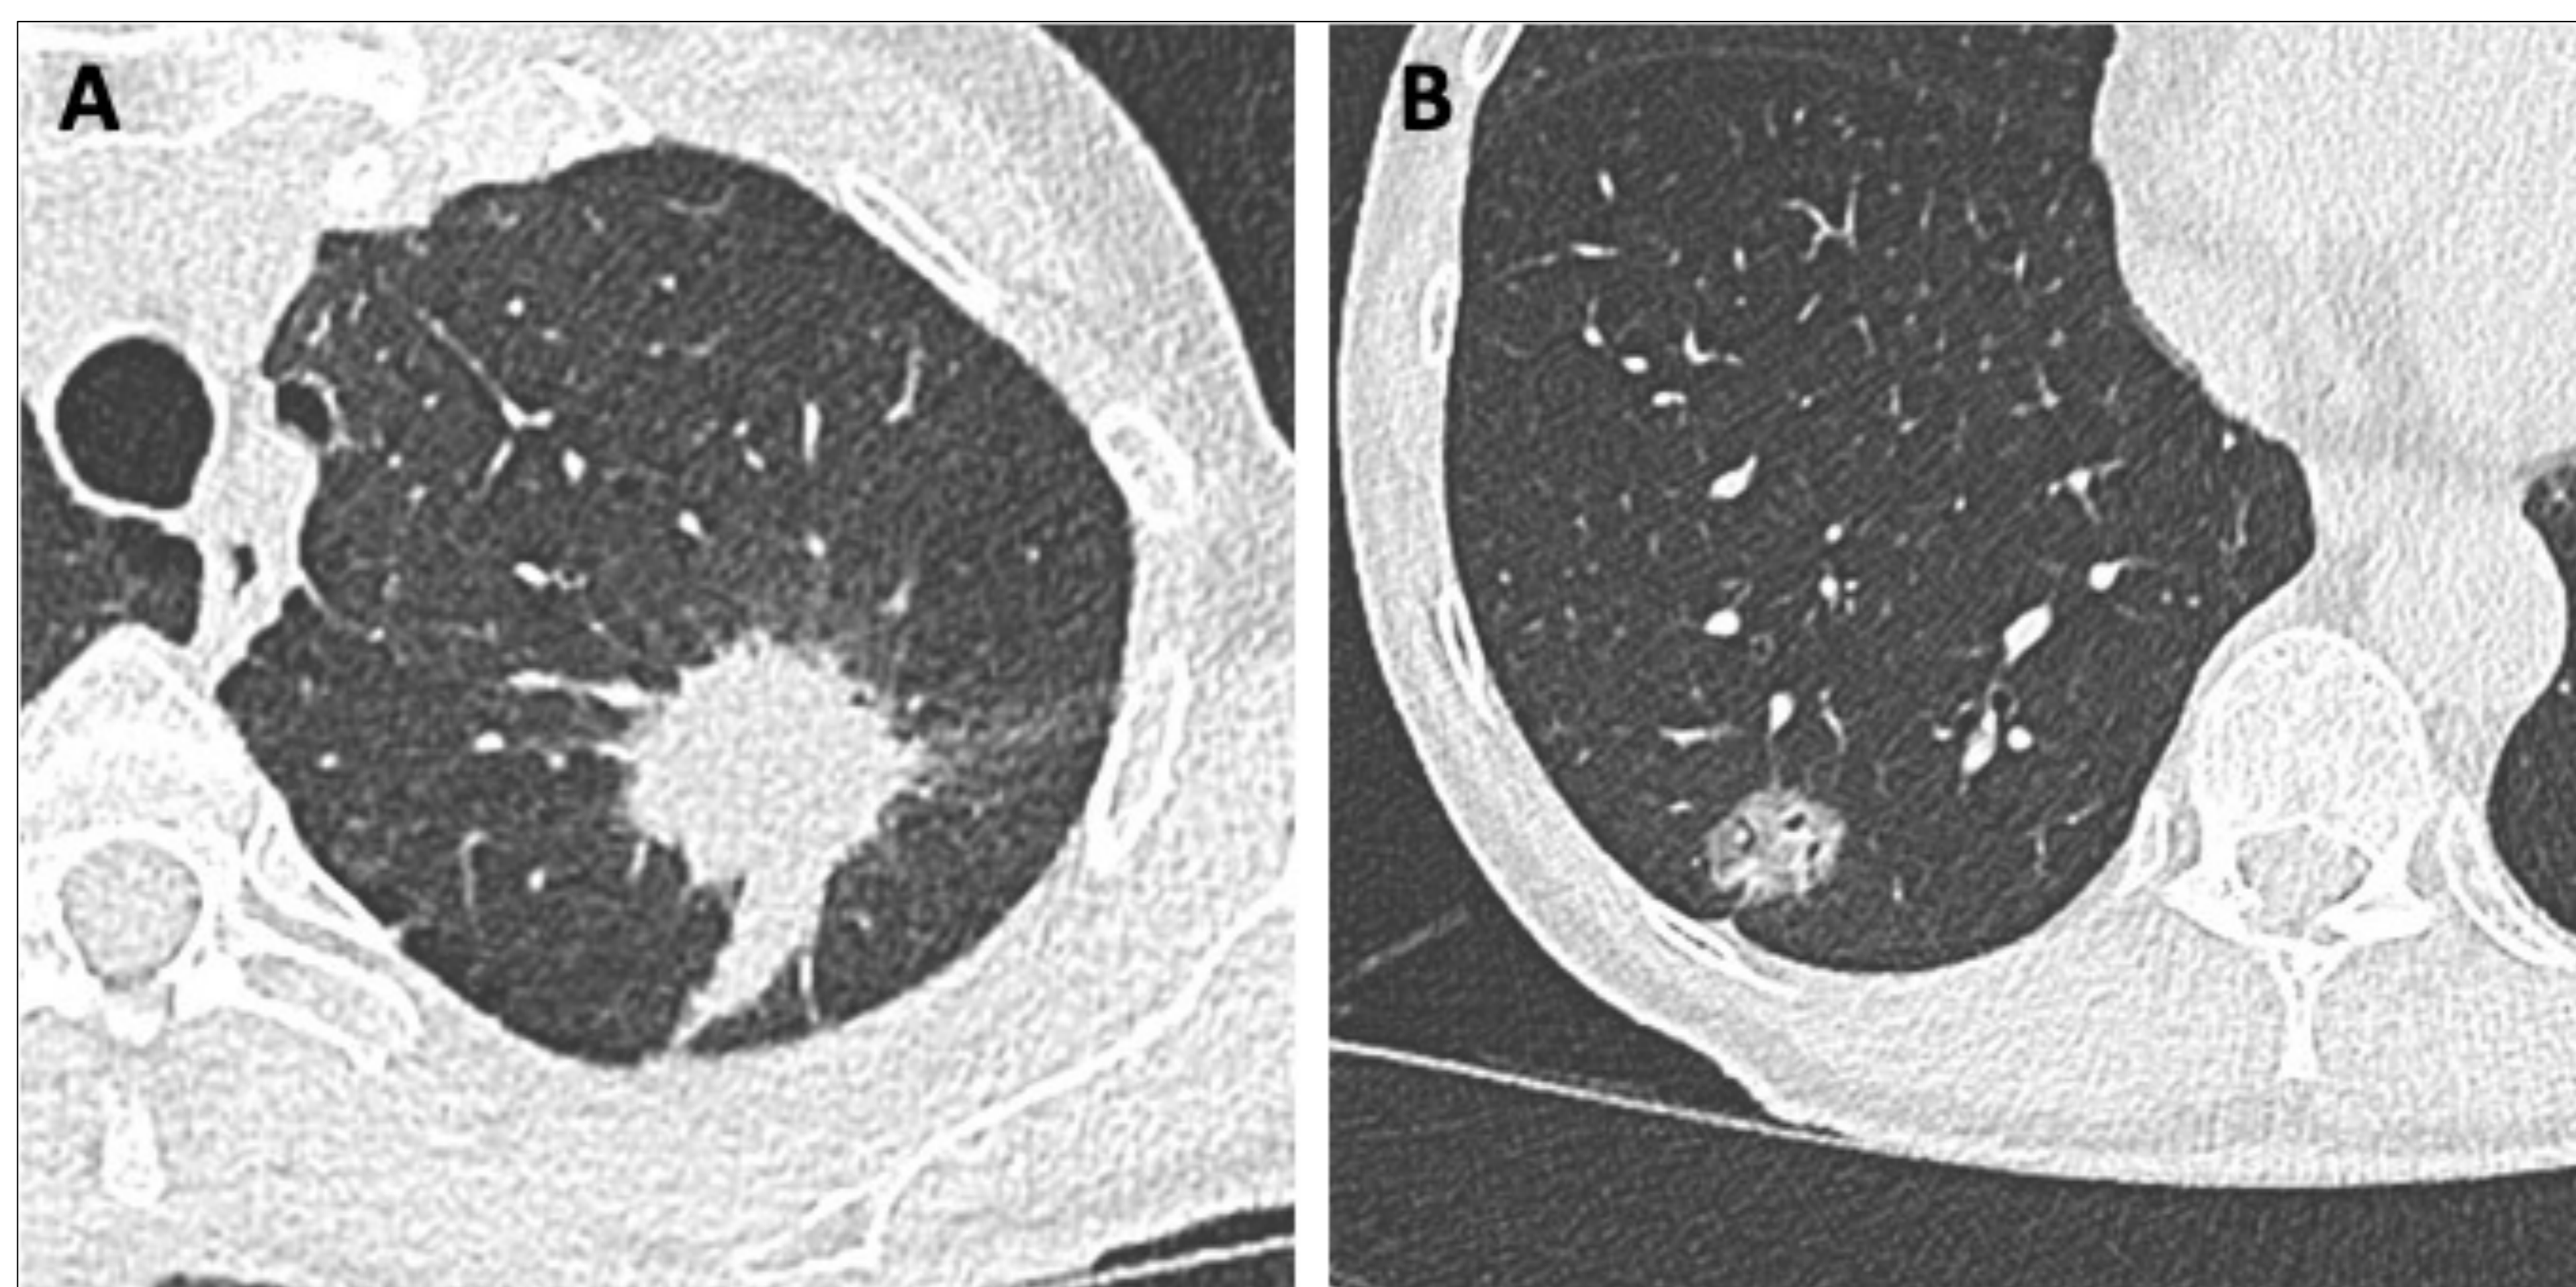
(A, B). Dos TC de baja dosis de radiación iniciales en los que se diagnosticó cáncer de pulmón.
